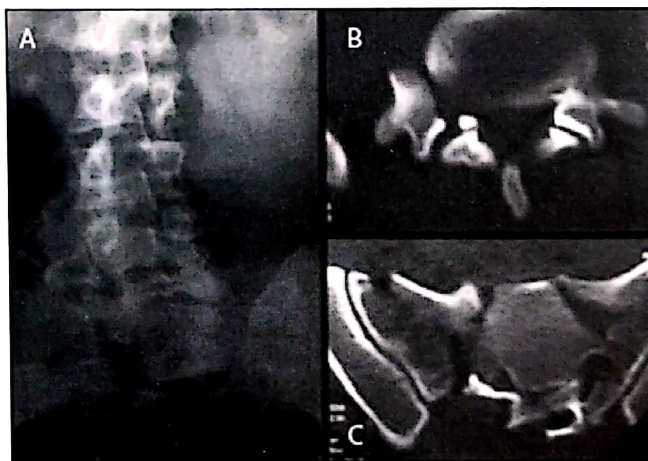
Fractură de sacru în U – radiografie lombosacrată de față și secțiuni axiale CT.
